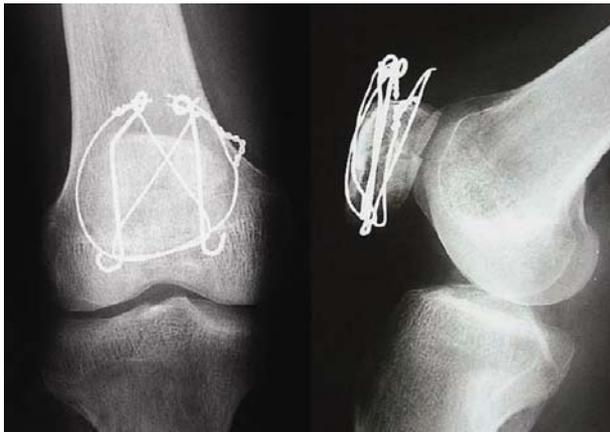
31-year-old male patient suffered from car accident. The radiograph, one month after operation, showed bending of circlage wire and tension band wire. But wire loops were intact.
